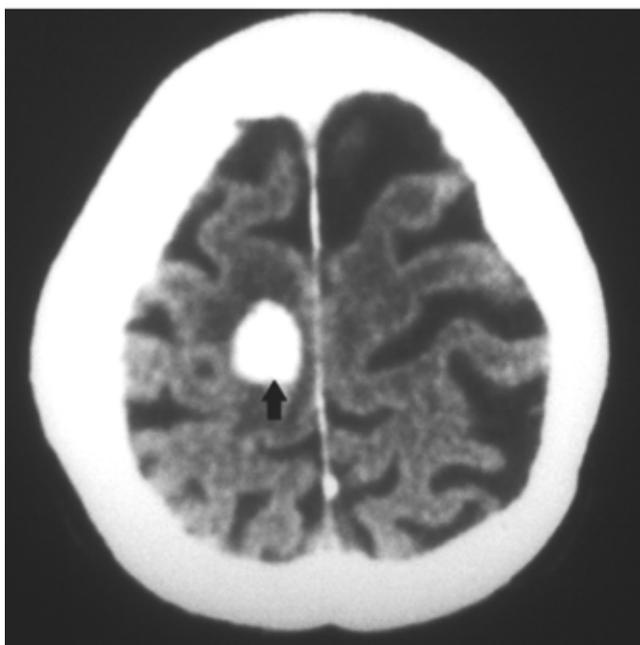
TAC de cerebro. Hematoma parietal derecho.
